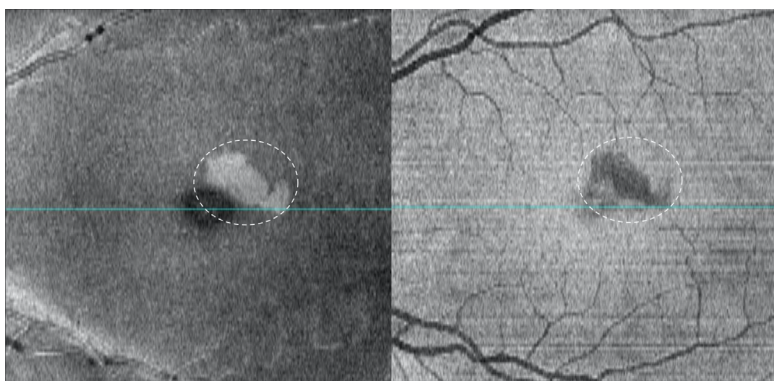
Imagen de tomografía de coherencia óptica del ojo izquierdo donde se aprecia una lesión hiperreflectiva en lesión perifoveal hiperreflectiva que afecta a la capa nuclear interna y a la capa plexiforme externa
